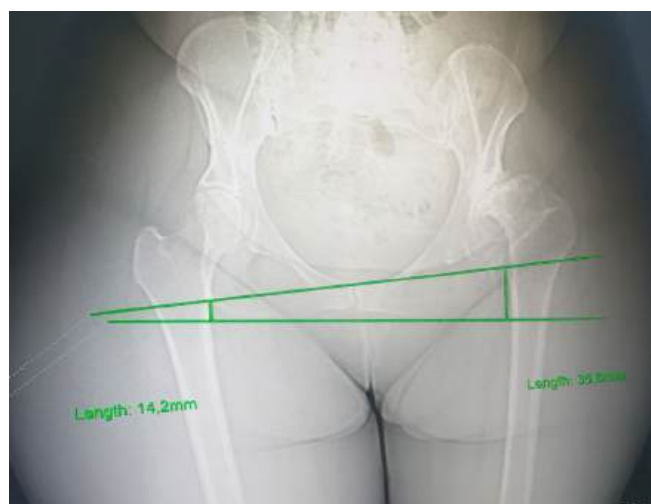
Пример укорочения конечности за счет бедра на МСКТ- снимке.
